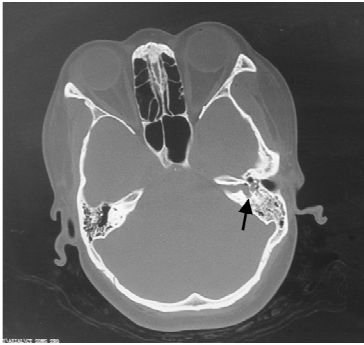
病例 1 HRCT 扫描左侧颞骨发现内听道底缺如,内听道与前庭、中耳腔相通
